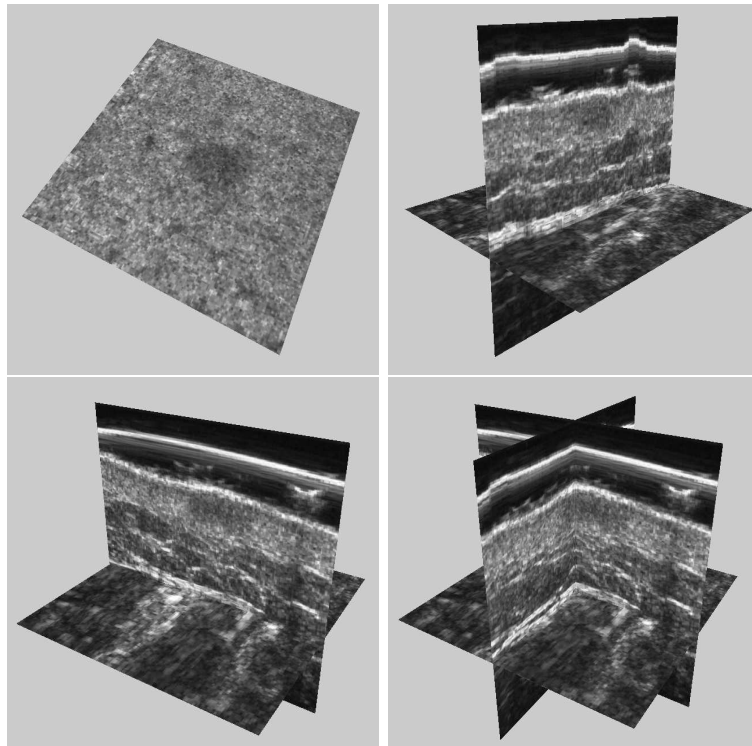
Image ultrasonore 3D de la peau contenant un histiocytome
